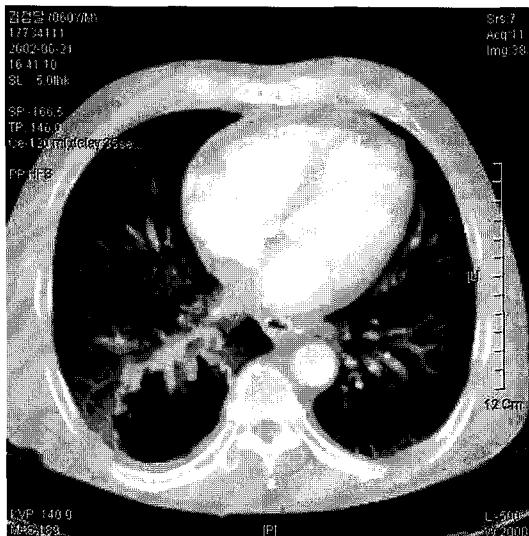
CT scan shows cavitary mass on right low lobe and multiple variably sized thin-walled cysts and nodules is scattered in both lungs.
